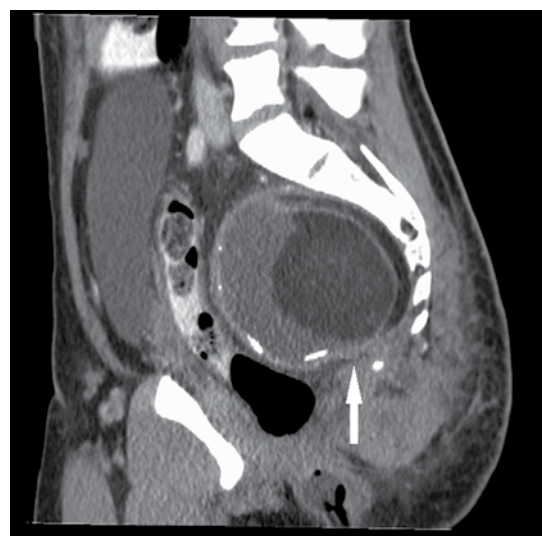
Tomografía computada de pelvis: tumor presacro de gran tamaño que se extiende desde el promontorio hasta el coxis, que desplaza al recto hacia delante.
